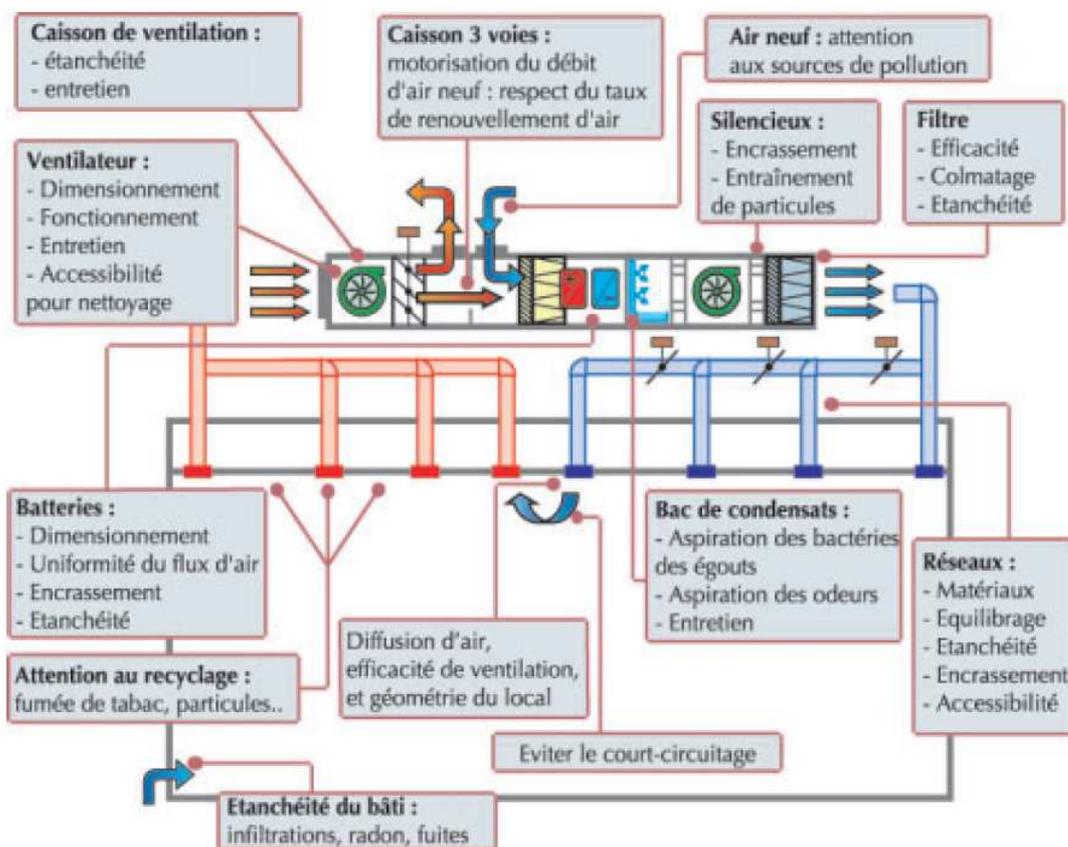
fonctionnement d'une CTA et alerte sur les points à surveiller [3]
